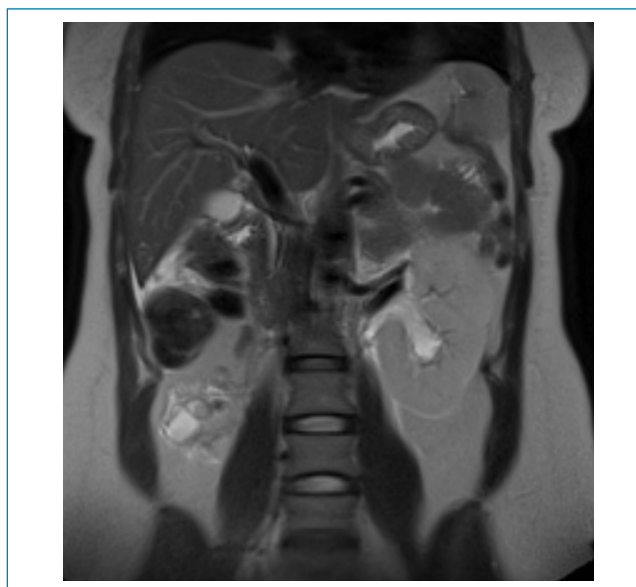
Ressonância magnética de abdome no corte coronal na sequência T2 evidenciando a agenesia renal direita.
